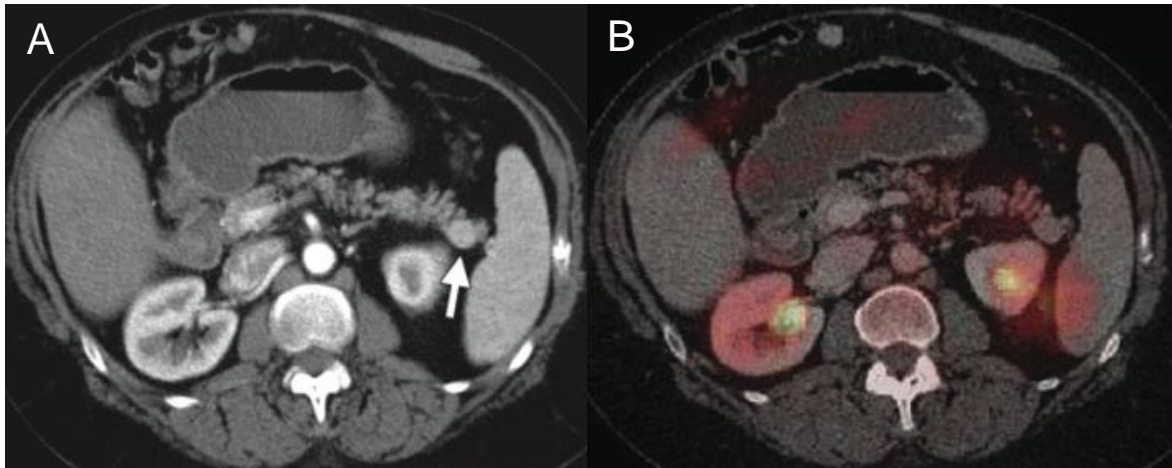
Tumeur neuroendocrine maligne bien différenciée. A : scanner à la phase artérielle montrant une lésion tissulaire de la queue du pancréas prenant le contraste. B : PET-scan montrant l'absence de fixation du FDG
